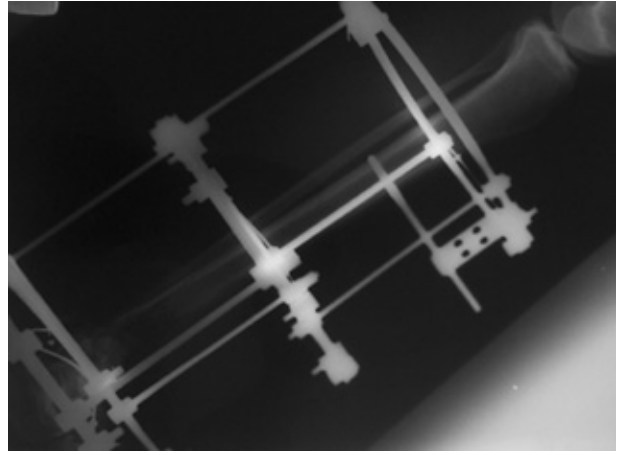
Radiografía lateral que muestra la fijación externa tipo Ilizarov en fractura conminuta de tibia distal, tobillo y retropié con pérdida ósea asociada.
